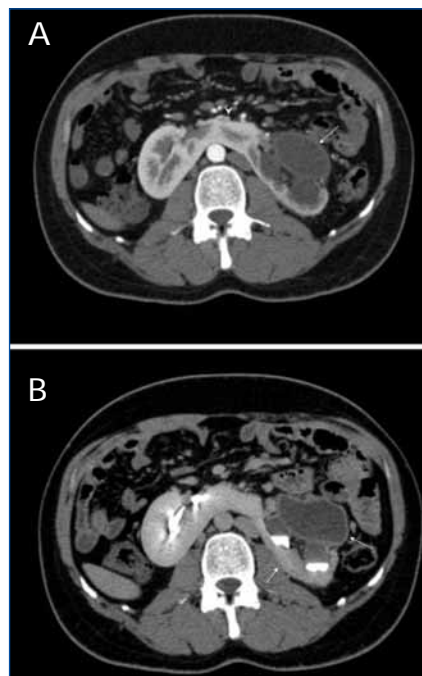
TC abdominal tras administración de contraste i.v. A) en fase nefrogénica. Formación quística en el riñón izquierdo a la altura del hilio (flecha). B) En fase excretora. Se visualiza el paso del medio de contraste confirmando que corresponde al sistema pielocalicial dilatado.
